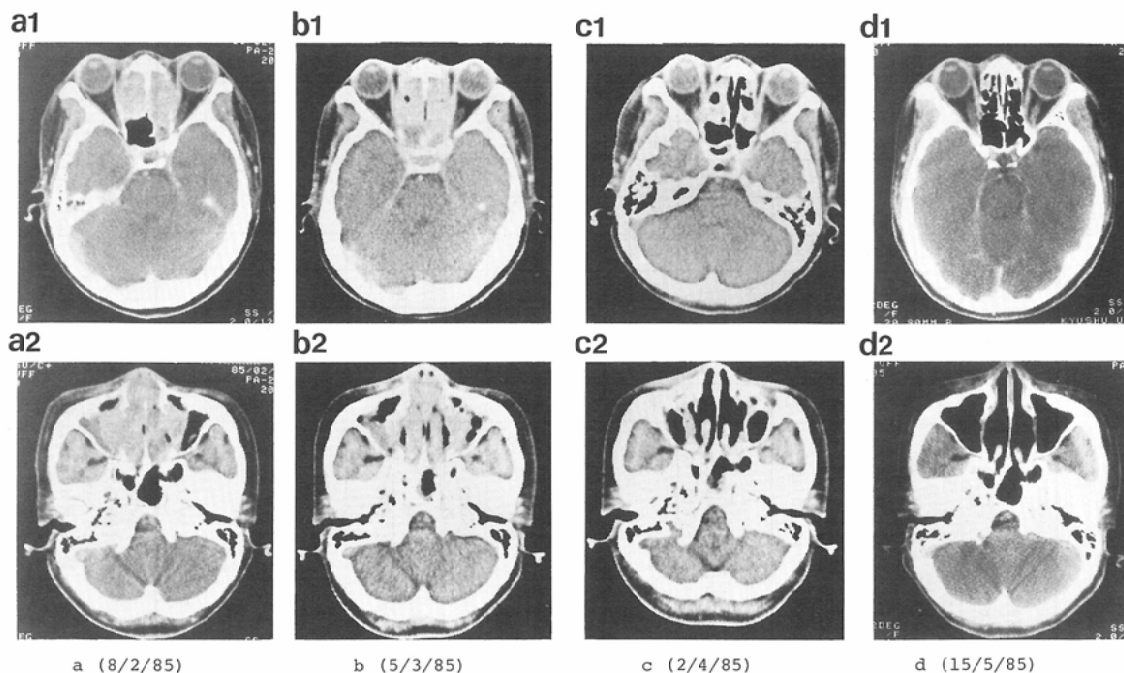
CT scans before (a, b), during (c) and after (d) the IFN- γ (TRP-2) treatment, showing a remarkable tumour regression in the nasal and paranasal cavities.
